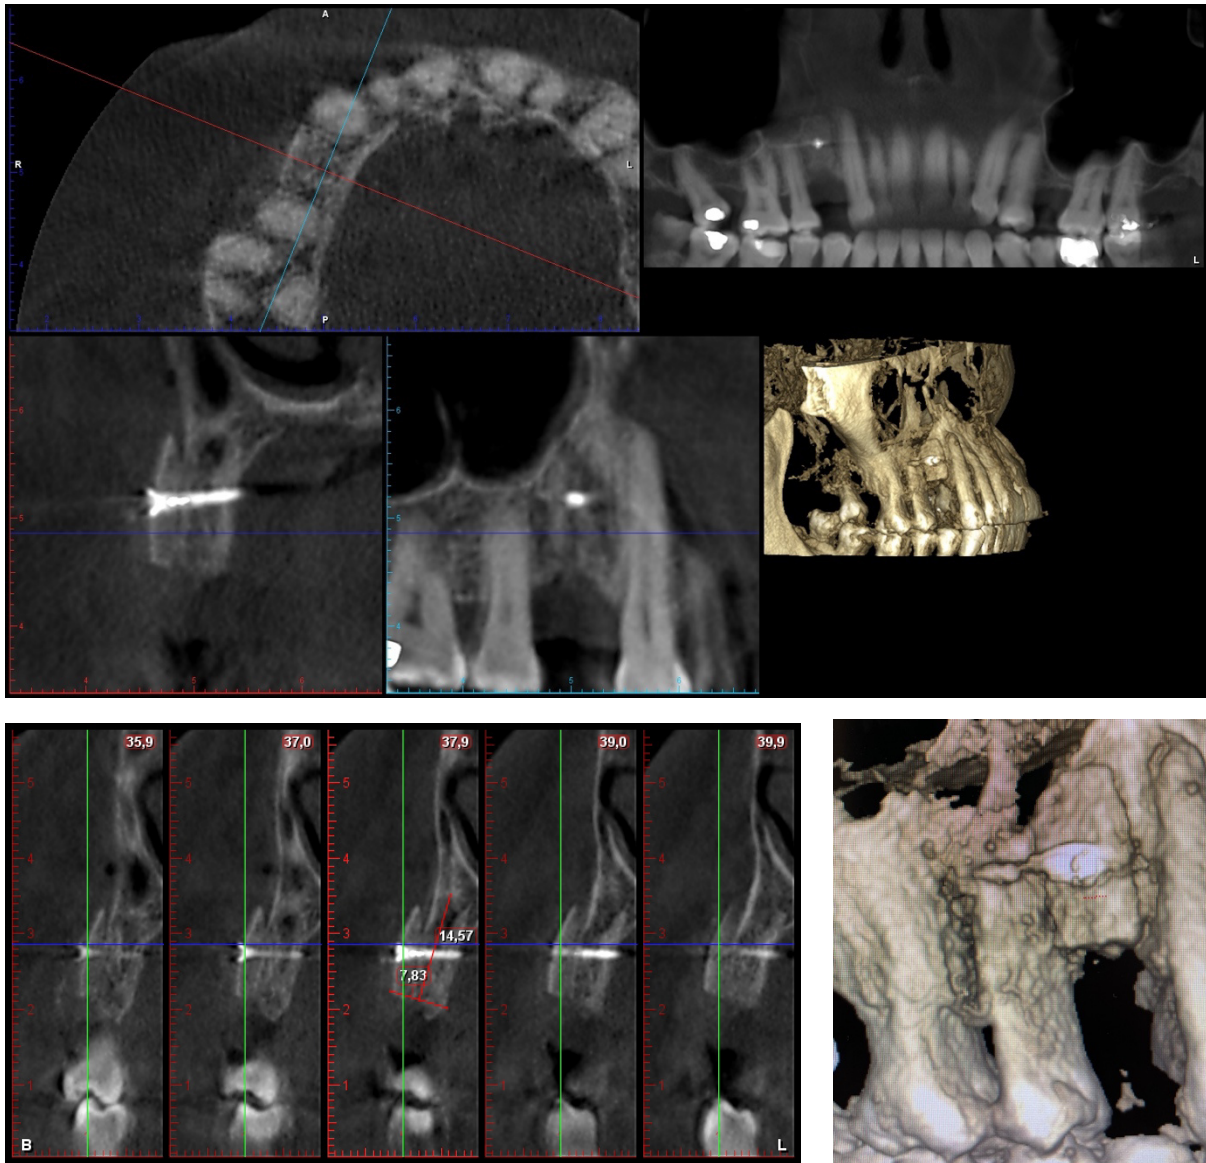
Coupes axiale et para-sagittale et reconstruction 3D frontale en post-opératoire (Cone Beam, logiciel Romexis©)
